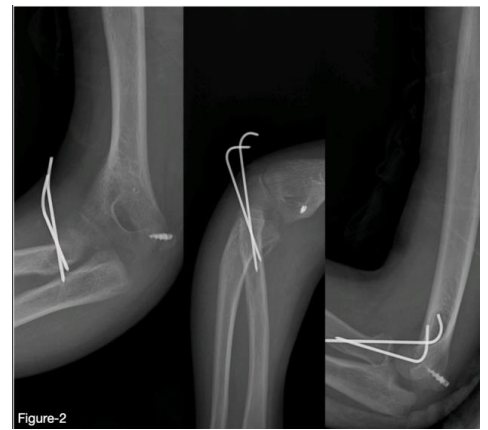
Postoperative anteroposterior 3rd-month radiograph compared normal elbow
